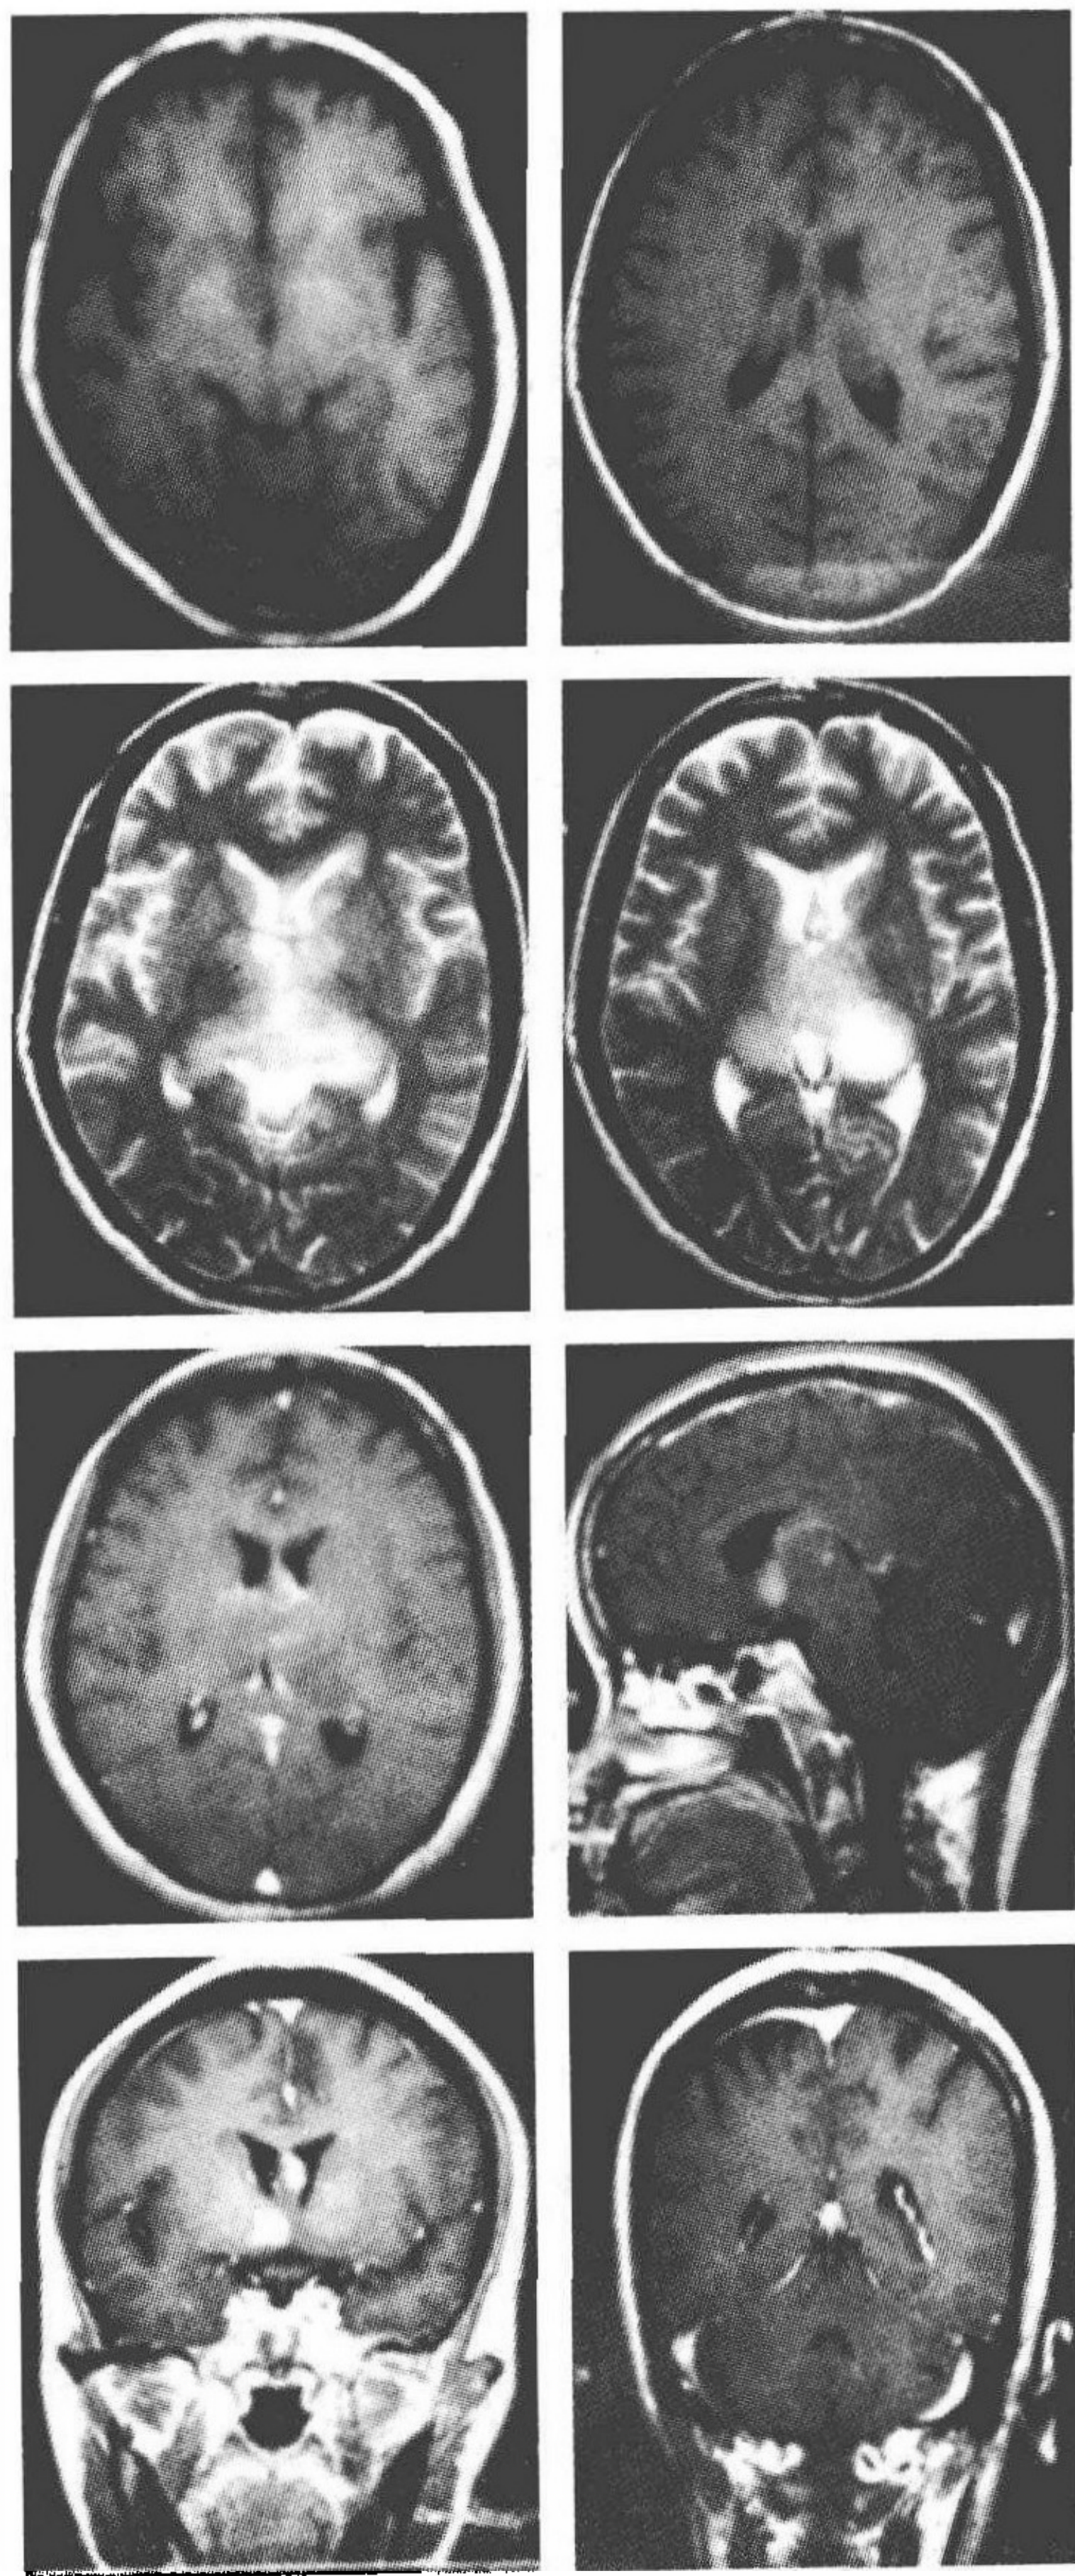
头部 MRI 平扫: T₁、T₂ 可见双侧丘脑、透明隔、穹隆、脑室旁多发异常信号灶。T₁ 加权像呈等信号或稍高信号, T₂ 加权像呈高信号
